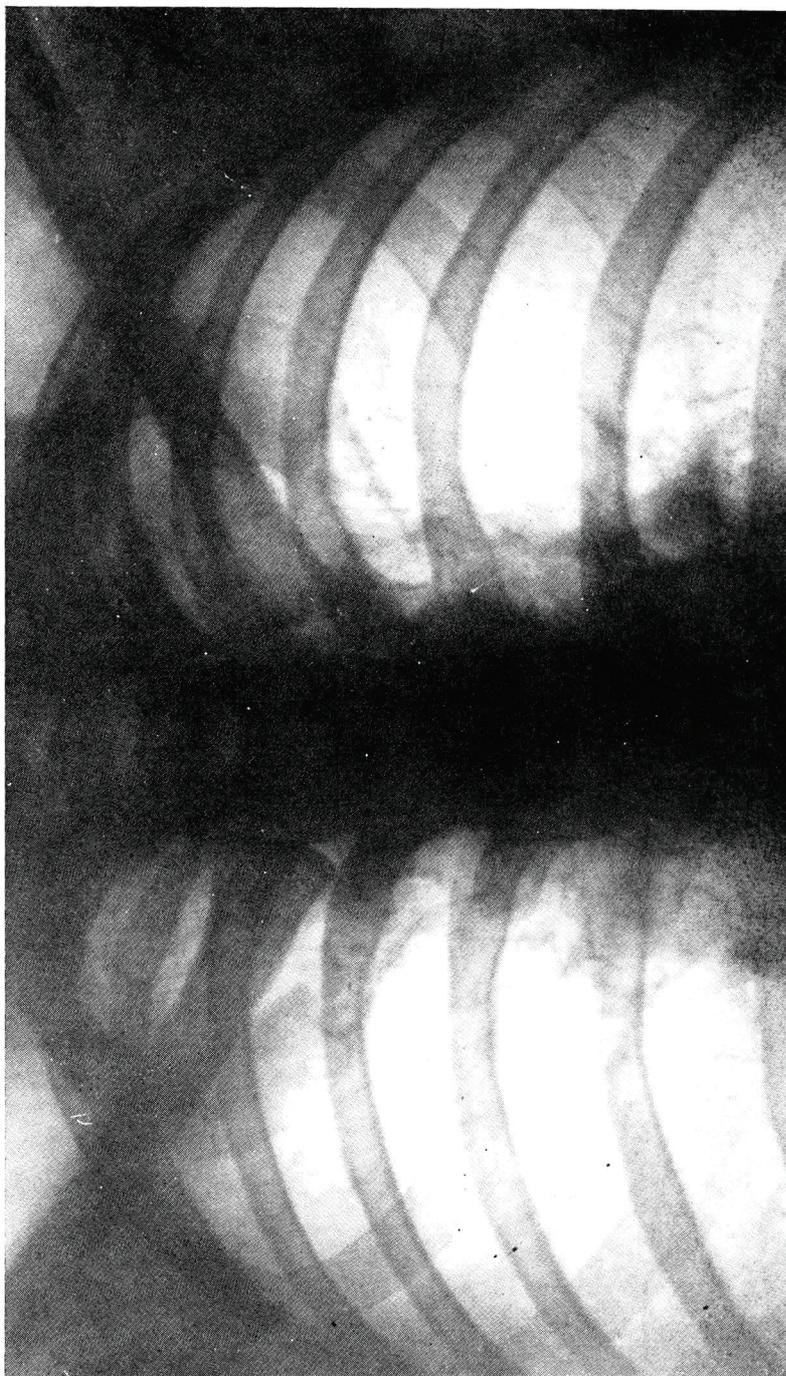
Caso nº 12 — Telerradiografia nº 7.311 (19-VII-49). — Regressão parcial, com desaparecimento da cavema apical E. Lavado gástrico com cultura negativa (IX-49).
